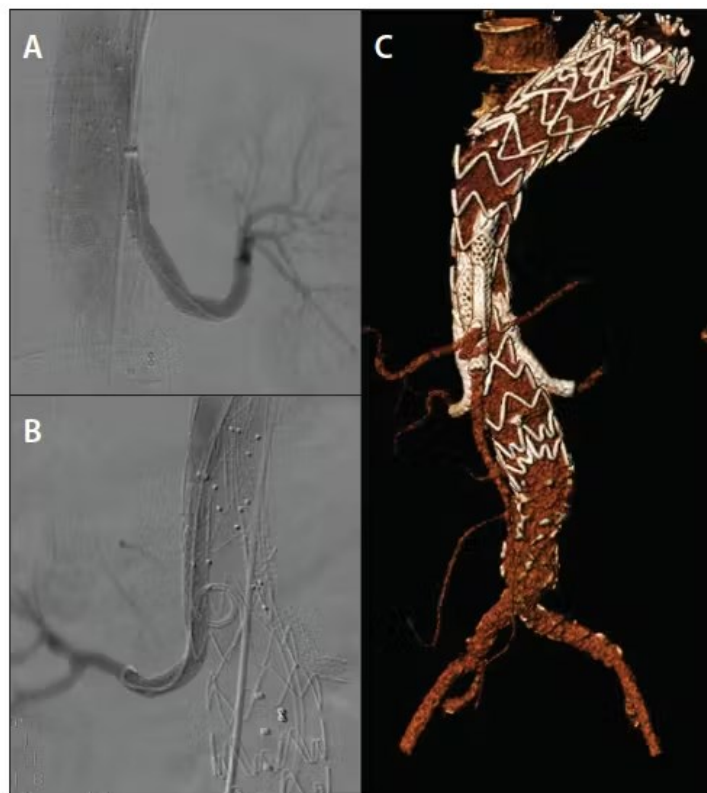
Angiografia e TC in seguito a posizionamento di endoprotesi inner-branched multiramificata. (61)
